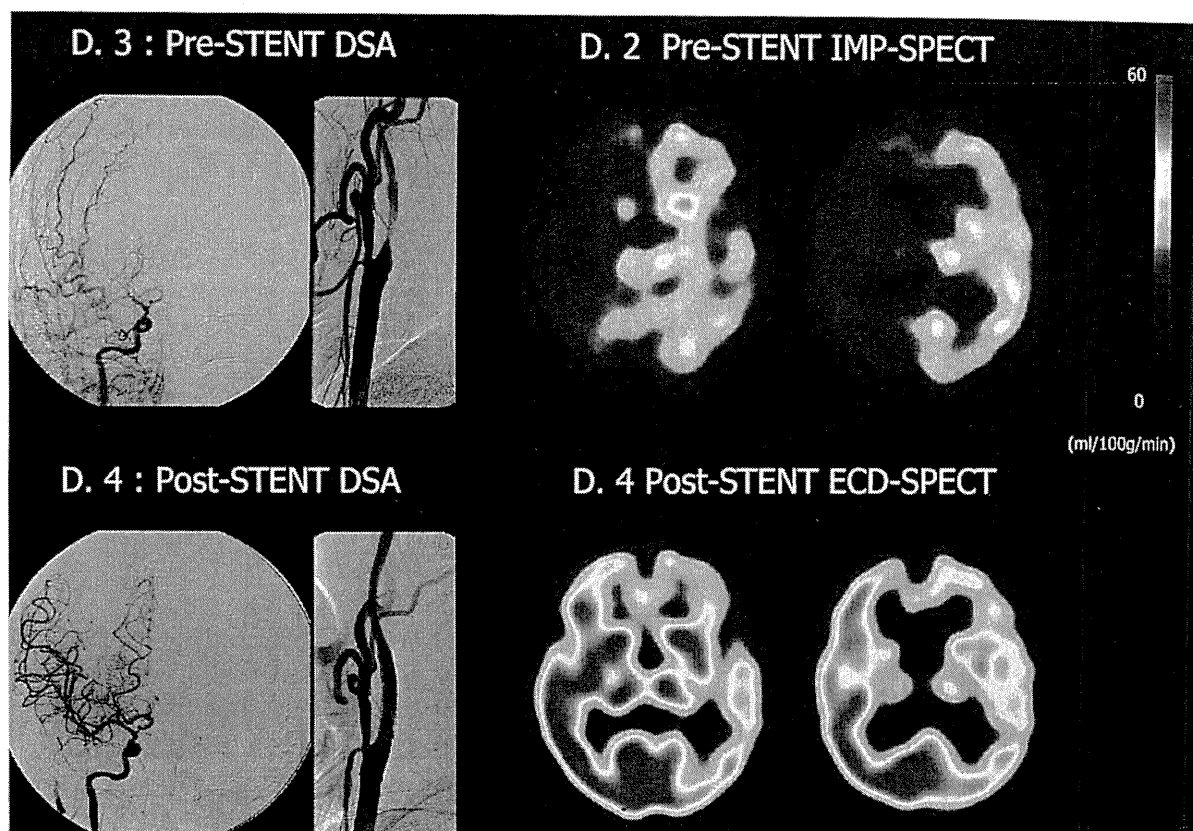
急性期にステント留置を行った右頸部内頸動脈狭窄症の治療前後の DSA および脳血流 SPECT
